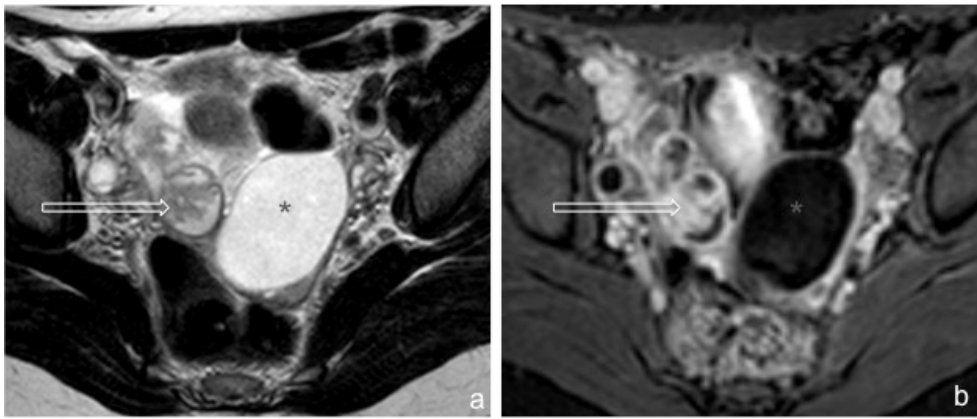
Mulher com salpingite direita. As imagens de RM ponderadas em T2 (a) e em T1 com saturação de gordura após administração endovenosa de contraste paramagnético no plano axial (b), demonstram trompa de Falópio direita dilatada, com pregas mucosas marcadamente espessadas de forma irregular, que realçam após administração endovenosa de contraste, em relação com salpingite direita (setas). Coexiste um cistadenoma seroso do ovário esquerdo (asterisco).
